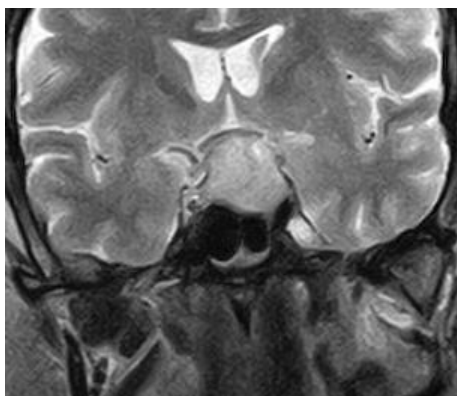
Спостереження №80. Хвора Ш-га, 24 років (історія хвороби № 126278). МРТ T2 ЗЗ хворої з мікроАГ у правій половині аденогіпофіза (зміщення стебла гіпофіза пухлиною вліво).
